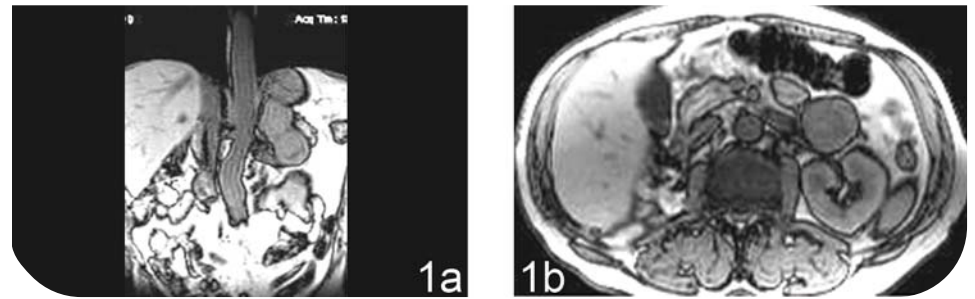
а,б. Магнитно-резонансная томография. Над сосудами единственной левой почки имеются опухолевые узлы
